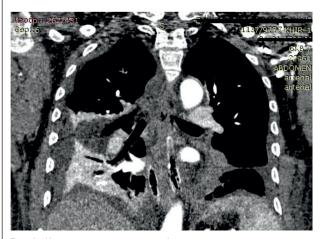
Компьютерная томография органов грудной клетки: сохраняются инфильтративные изменения в задненижних отделах средостения с установленными дренажными трубками, сохраняется двусторонний гидроторакс, инфильтративные изменения в нижних долях легких
